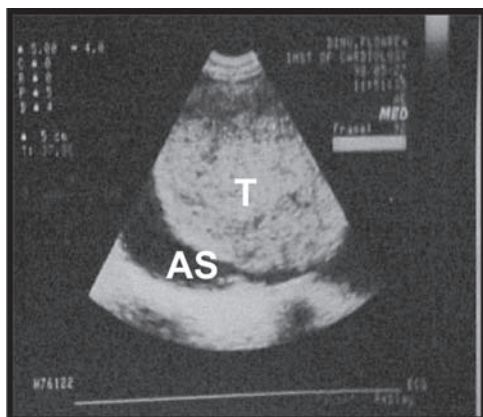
Ecocardiografie transesofagiană: formațiune tumorală (T) cu structură neomogenă prezentă în AS.
